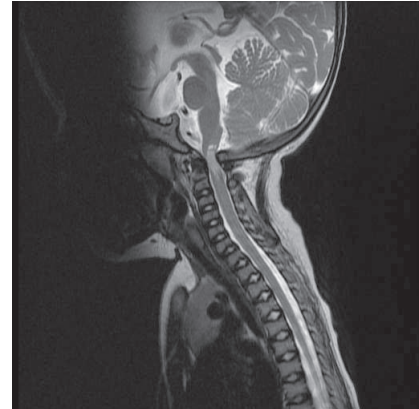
術前の頭頸部 MRI 矢状断像 (T2 強調画像)。大後頭孔部の狭窄および脊髄圧迫を明らかに認めた。
